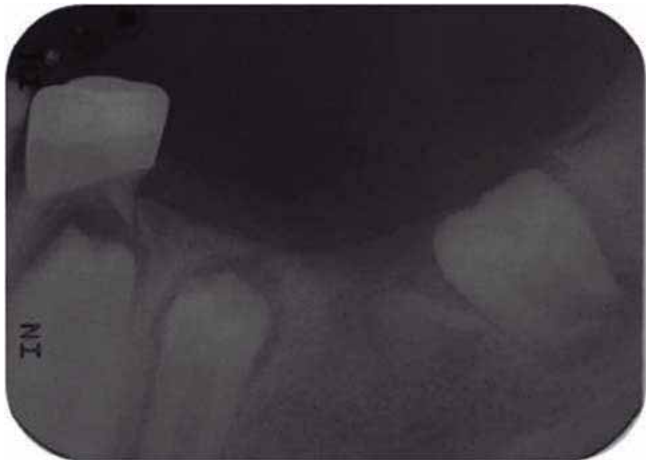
Radiografía periapical cinco meses después de la enucleación.
